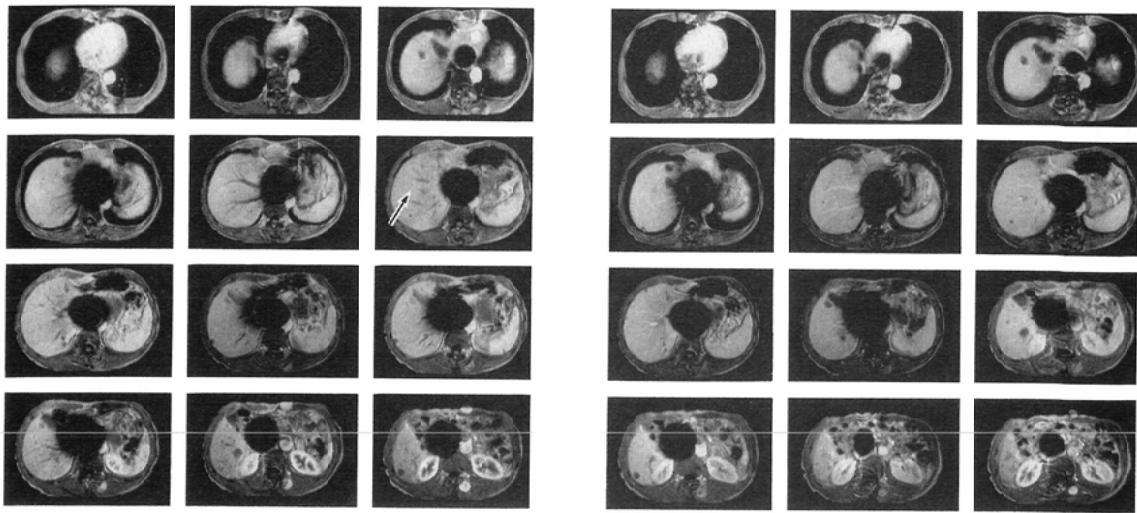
whole liver simultaneous dynamic MRI study in the patient with hepatocellular carcinoma (63 yrs. male)
